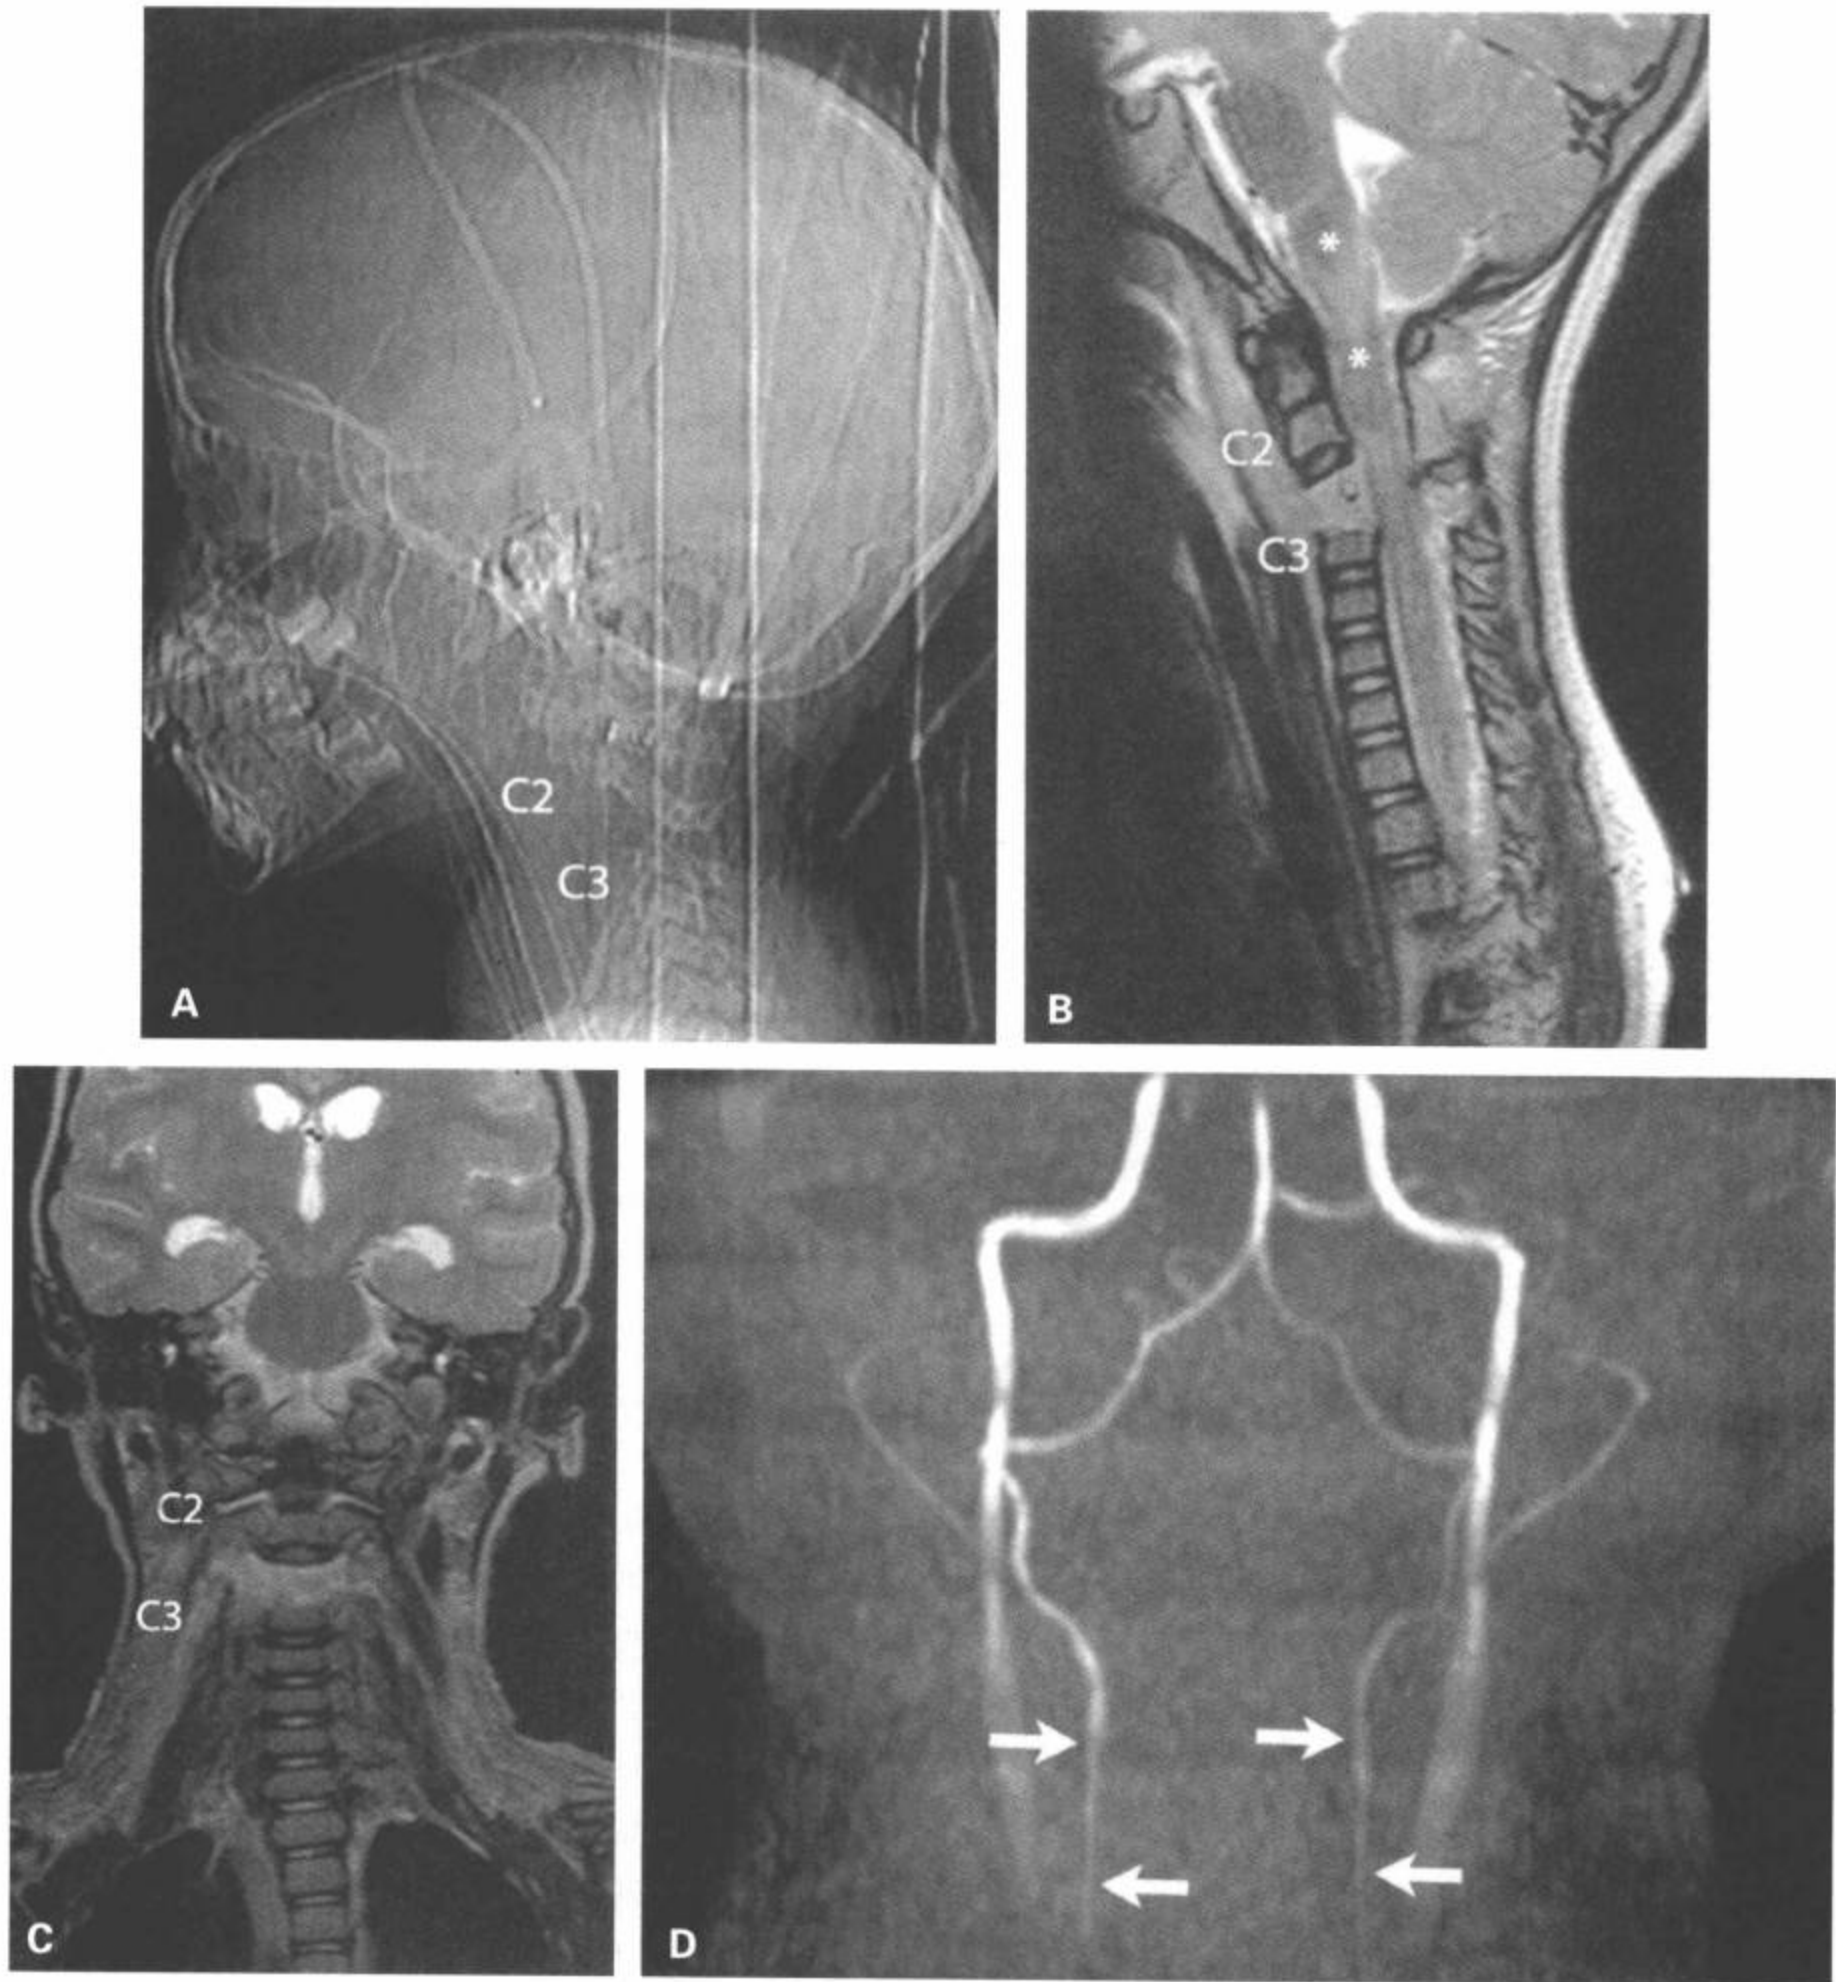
C2-C3 分离性损伤伴韧带断裂。3 岁，汽车事故后脊髓休克。CT 矢状位定位像 (A) 显示 C2 在 C3 上方分离。矢状面 (B) 和冠状面 (C) T2 加权 MRI 肯定了分离性损伤，显示椎前软组织肿胀，后部棘间韧带信号异常，颈延髓结合部可见异常信号 (B 中星)。颈部 3D TOF MRA 的最大密度投影的前面观图像 (D) 显示双侧椎动脉的信号减低，符合分离性损伤对这些血管造成的牵拉 (箭)。
